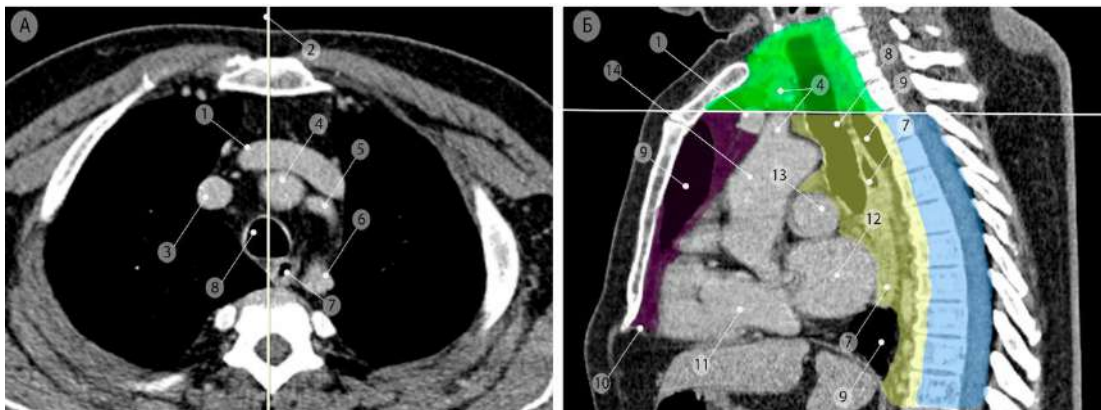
Границы отделов средостения по классификации JART (Компьютерные томограммы в аксиальной (а) и сагиттальной (б) проекциях). Белой линией отмечена нижняя граница верхнего средостения. Зеленым цветом обозначено верхнее, фиолетовым – переднее, жёлтым – среднее, голубым – заднее средостение. 1 – левая плечеголовная вена; 2 – срединная линия трахеи; 3 – верхняя полая вена; 4 – плечеголовной артериальный ствол; 5 – левая общая сонная артерия; 6 – левая подключичная артерия; 7 – пищевод; 8 – трахея; 9 – правое лёгкое; 10 – диафрагма; 11 – левый желудочек сердца; 12 – левое предсердие; 13 – правая лёгочная артерия; 14 – восходящий отдел аорты
